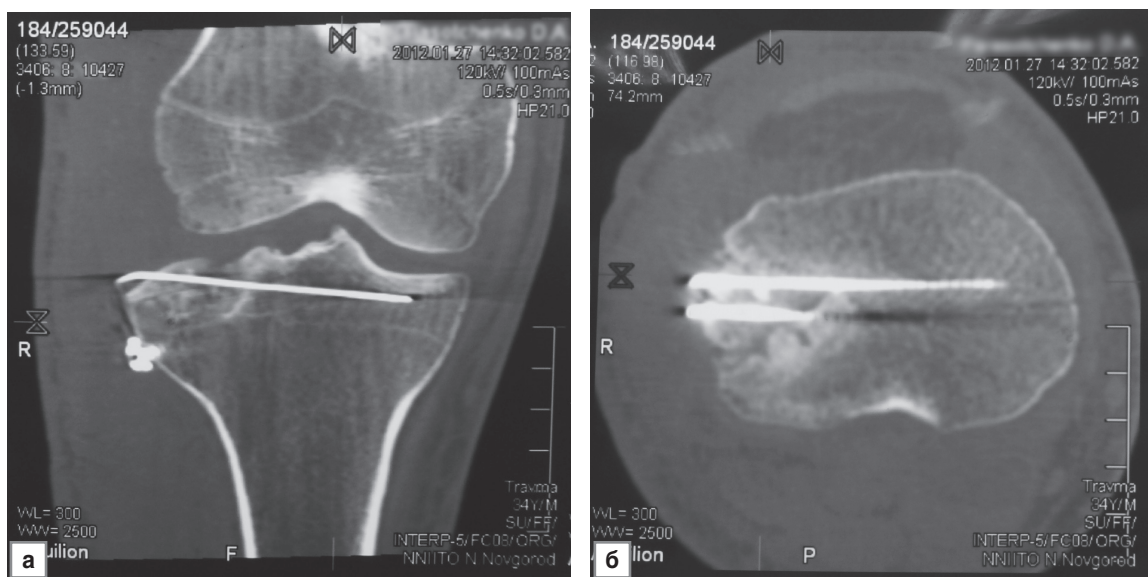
Компьютерная томограмма после операции: прямая (а) и аксиальная (б) проекции
